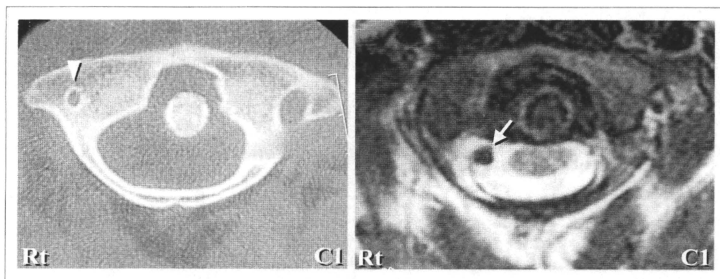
右側 Persistent 1st intersegmental artery 例の C1 高位 CT および MRI 所見
